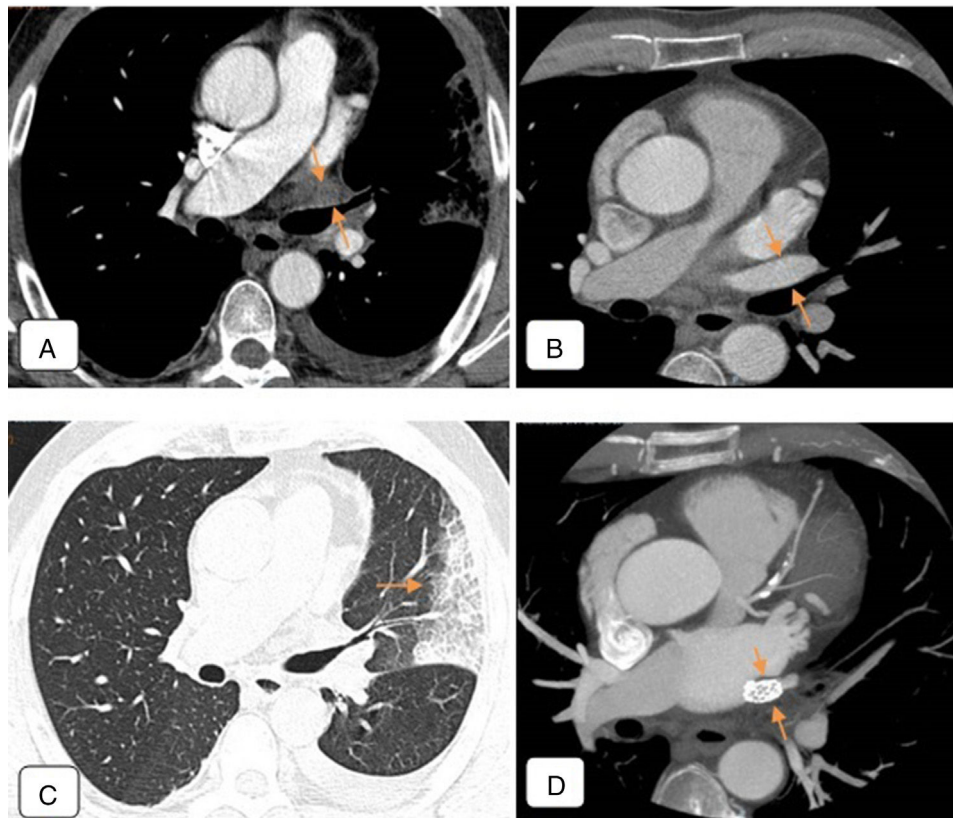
A) Angio-TC de tórax 4 meses después de la ablación, en la que se observa oclusión total de la vena pulmonar superior izquierda, cuya luz está ocupada por un material que muestra un leve realce (flechas), y que corresponde probablemente a tejido inflamatorio. Derrame pleural izquierdo en cantidad moderada. B) Angio-TC de tórax preablación. Imagen axial a un nivel similar al de la figura 1A. La vena pulmonar superior izquierda se encuentra permeable y tiene un calibre normal (flechas). C) TC de tórax en ventana de parénquima pulmonar: consolidación alveolar en el lóbulo superior izquierdo y língula, que coincide con el territorio de drenaje de la vena pulmonar superior izquierda obstruida, compatible con infarto venoso (flecha). D) Angio-TC de control tras tratamiento mediante angioplastia. Se visualiza un stent colocado en la vena pulmonar superior izquierda, con repermeabilización de su luz (flechas).
